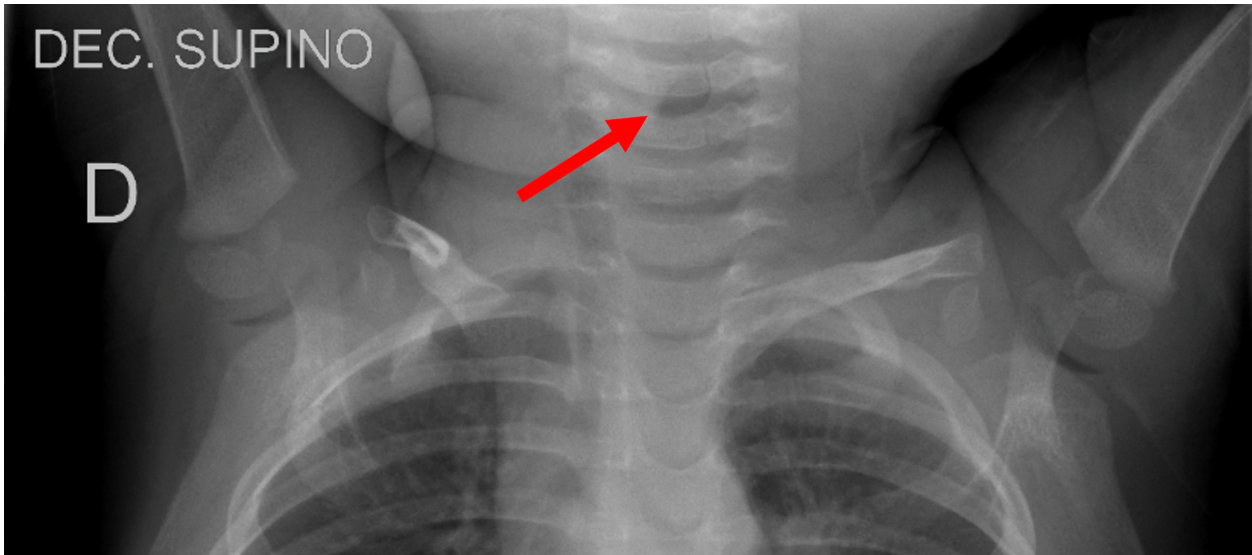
Radiografía anteroposterior de cuello y partes blandas en la que se objetiva nivel aéreo (flecha roja).
